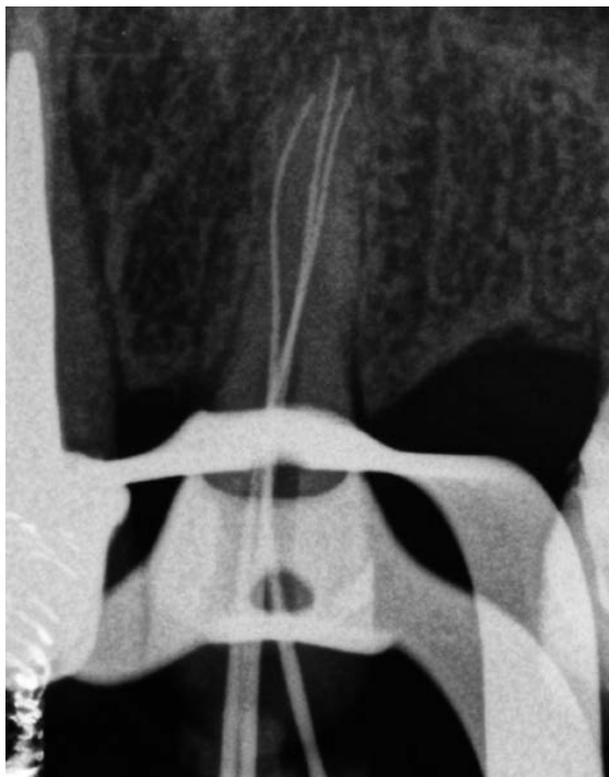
Radiografía de conductometría.
